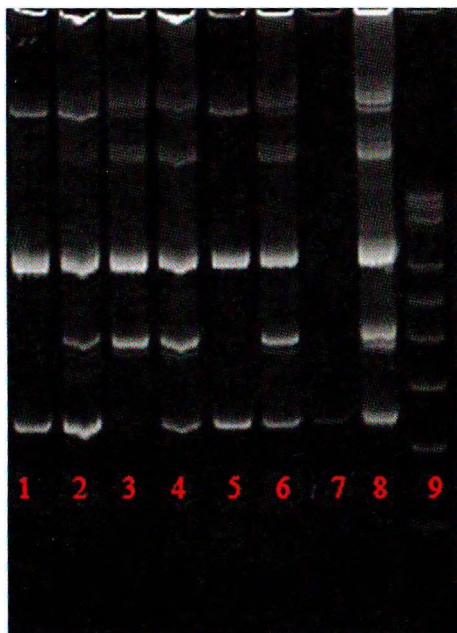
(Приложение). Аллельспецифическая ПЦР гена MTHFR: 1–6 пробы (полиморфизм C677T: 1 — TT, 2 — CT, 3 — CC, 4 — CT, 5 — TT, 6 — CT), 7 — отрицательный контроль, 8 — контроль, 9 — маркер веса 500 (шаг 50)
